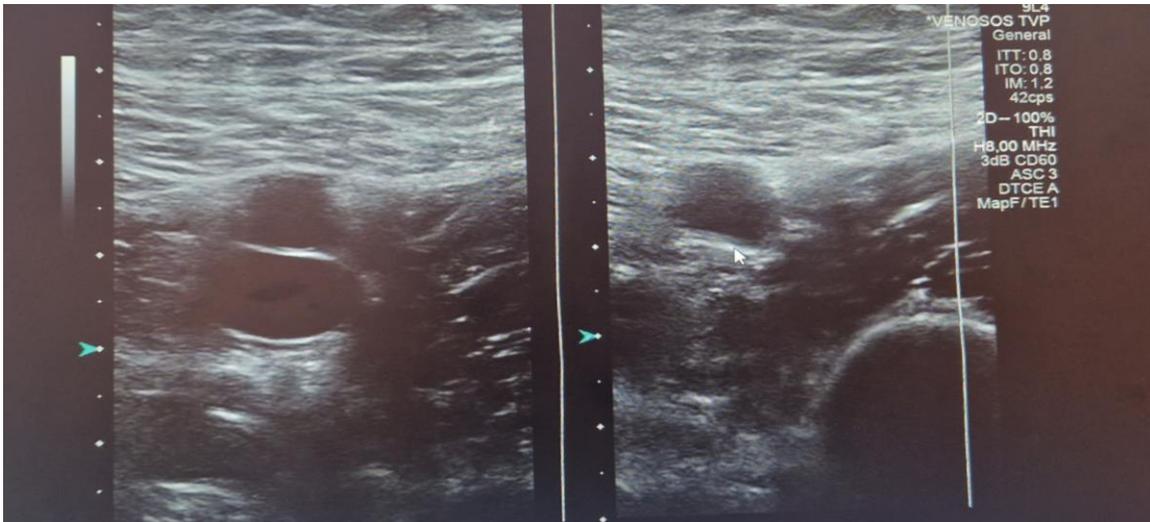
Eco-Doppler reglada de miembro inferior izquierdo donde se valoran la arteria femoral superficial y vena femoral superficial que colapsa.
